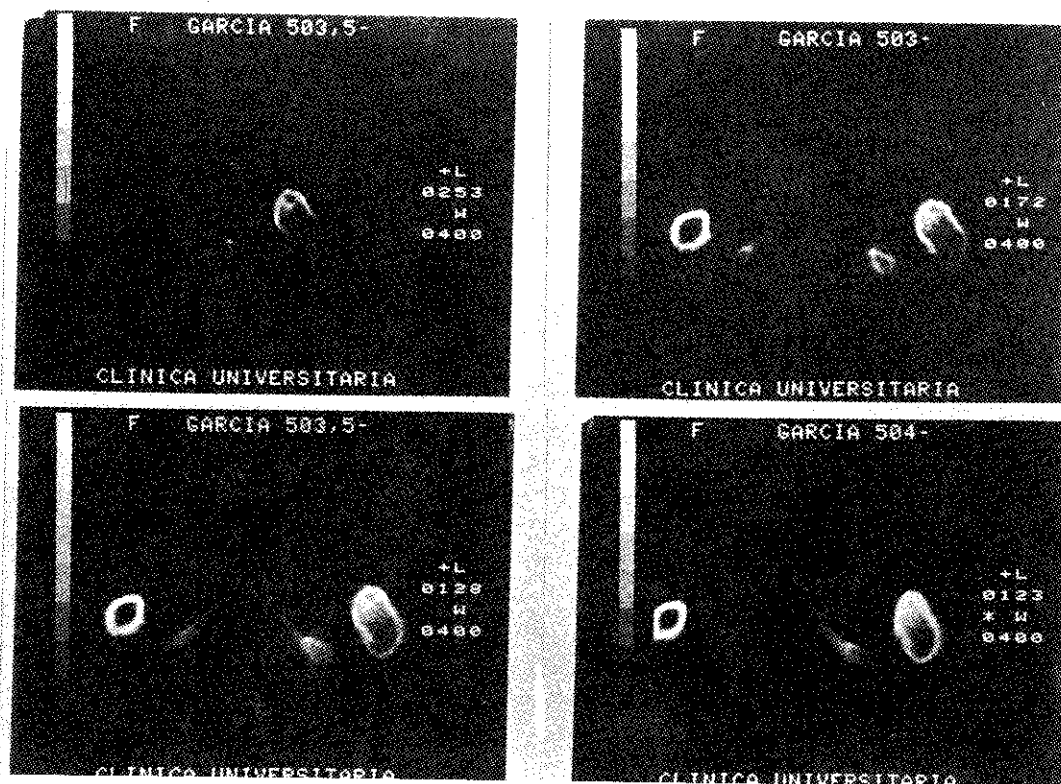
Tomografía axial computerizada de un osteoma osteoide de cuello de fémur (paciente núm. 1). «Nidus» en situación anterior, reacción esclerosa y atrofia de la musculatura a este nivel. No se observa reacción perióstica ni invasión intramedular.
